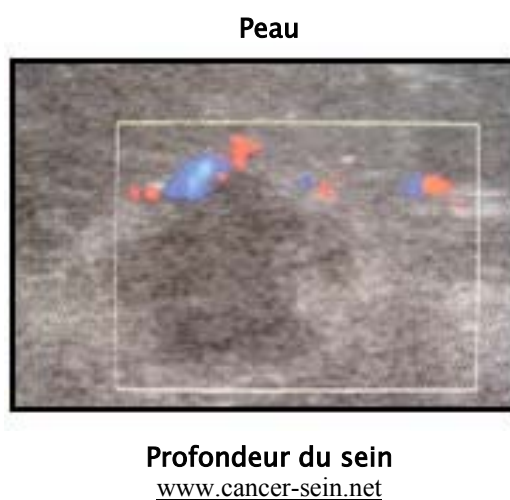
Image mammaire irrégulière avec vascularisation périphérique en doppler couleur.
